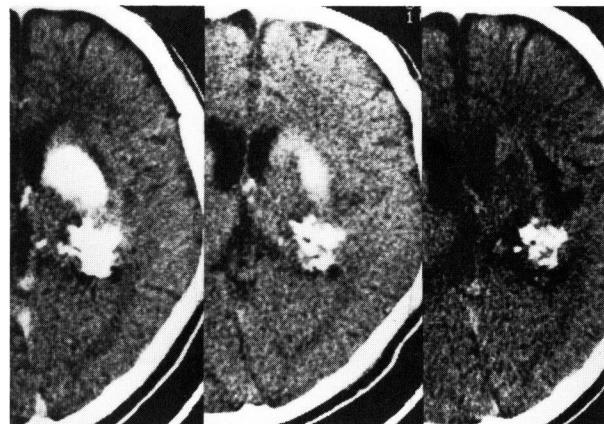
Serial plain CT of the same case with Figs.19,20. Intra-operative CT (left) showed HDA in basal ganglia separated with embolized area dorsally. CTs of the day next (middle), 1 week later (right) show progressive decrease in that area resulting in infarction.
